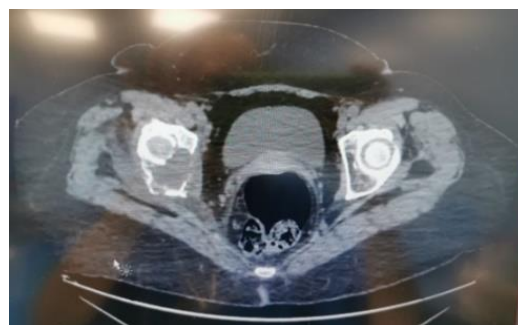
Lesión lítica en TC pelvis.
